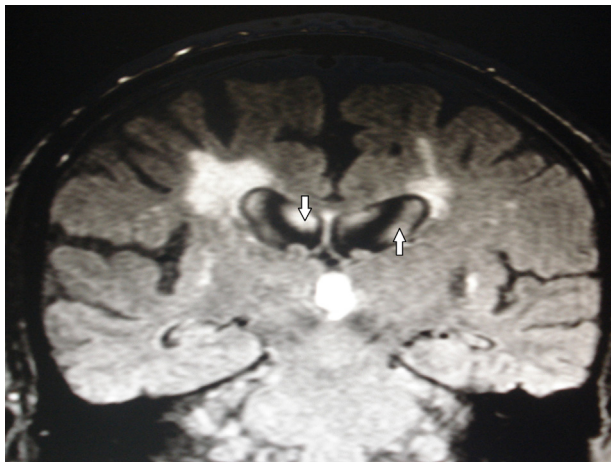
RM de cerebro, corte coronal FLAIR: se visualizan hiperintensidades en el interior de los ventrículos laterales debido a las pulsaciones del líquido ceforraquídeo (flechas).
